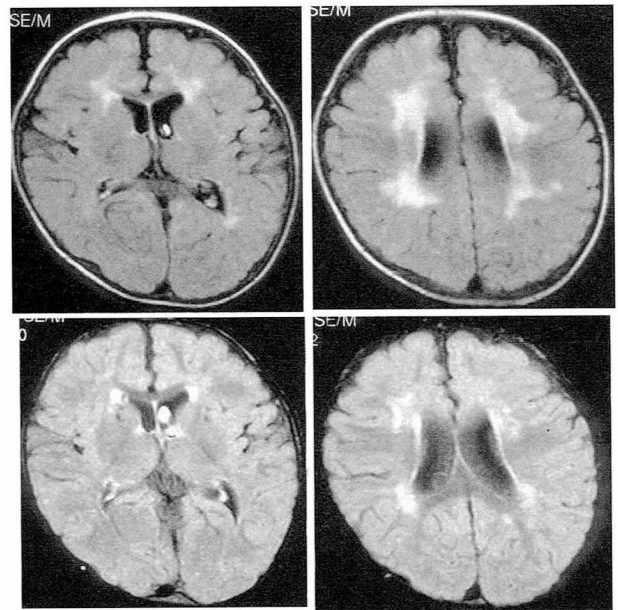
症例3の頭部MRI (T2強調画像)。1歳2ヶ月時(上段)には大脳白質は瀰漫性の高信号域として認められるが、2歳2ヶ月時(下段)では高信号域はかなり縮小している。
